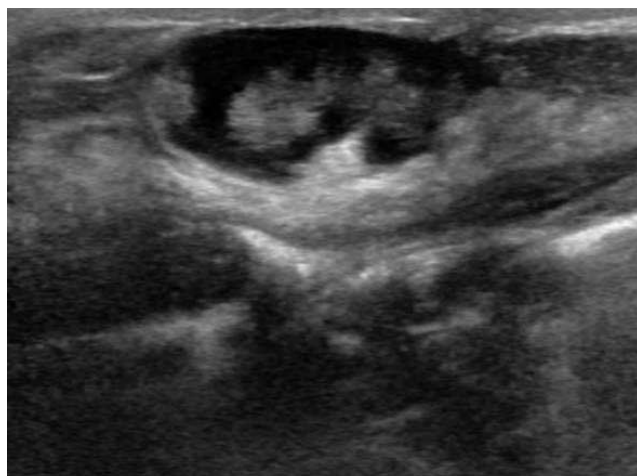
Diffuse large B cell lymphoma in a 36-year-old woman. On sonography, the mass shows about 3.6 cm sized oval, parallel oriented, microlobulated, complex echoic features and posterior acoustic enhancement in left breast. (BI-RADS class 4b). It shows mixed cystic and solid mass.
